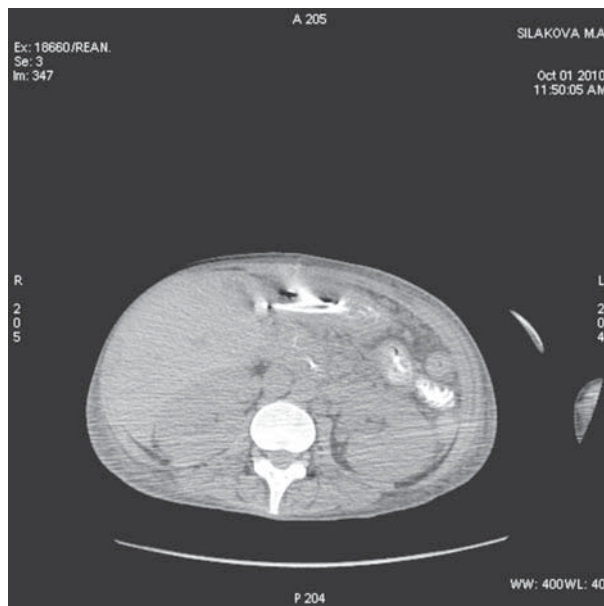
МСКТ органов брюшной полости от 01.10.10.
